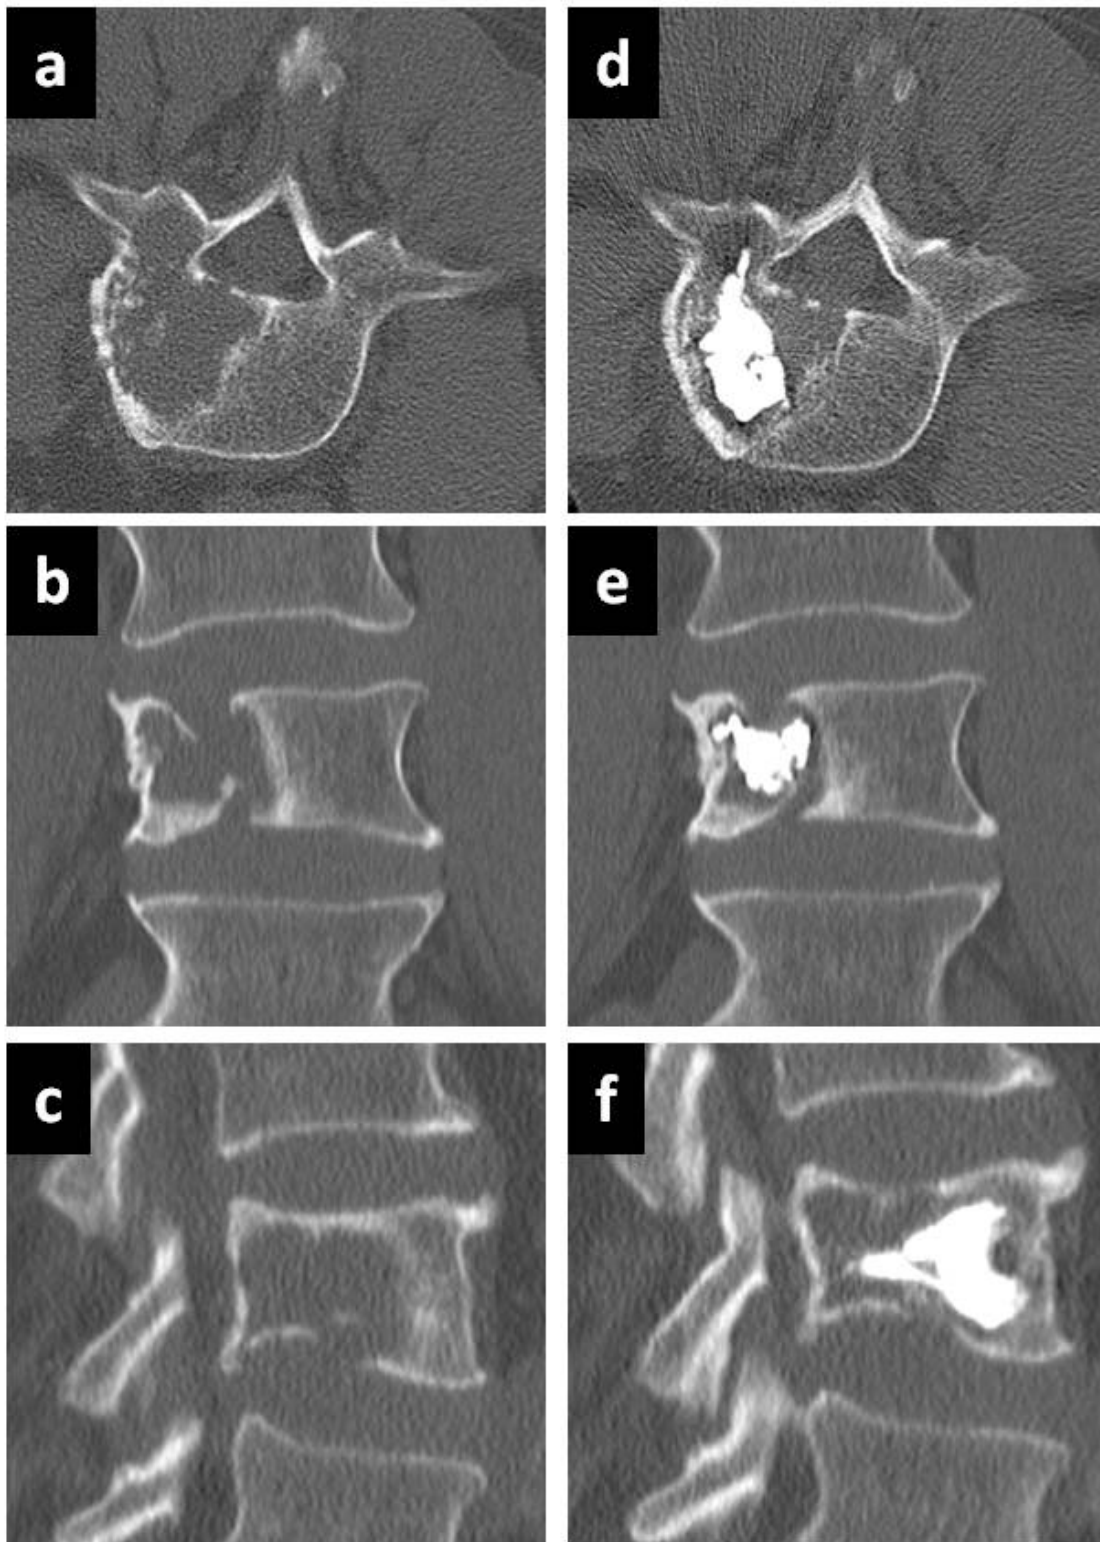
62-jähriger Patient mit Osteolyse des LWK 4 bei multiplem Myelom vor (a, b, c) und nach (d, e, f) CT-gesteuerter Vertebroplastie. Der Knochenzement stellt sich hyperdens dar.
